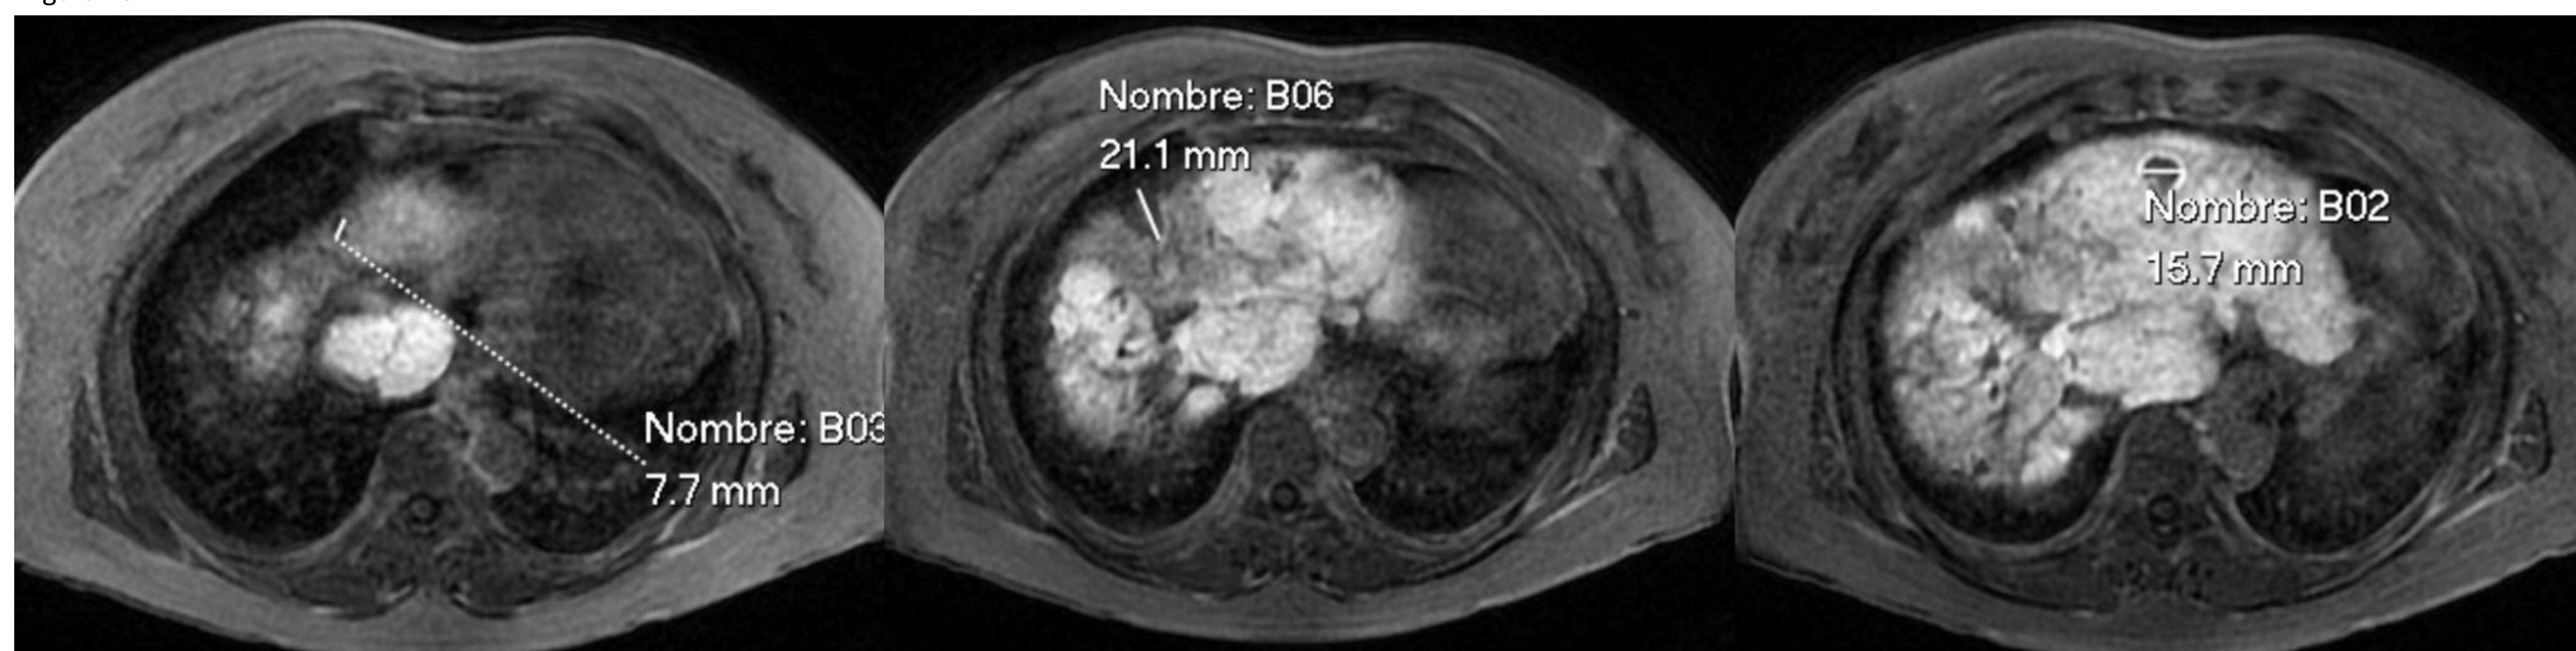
RM hepática con contraste hepatobiliar el fase celular. Existen estructuras nodulares que se muestran hipointensas respecto al resto del parénquima sugerentes de metástasis, incapaces de incorporar el contraste hepatoespecífico.
